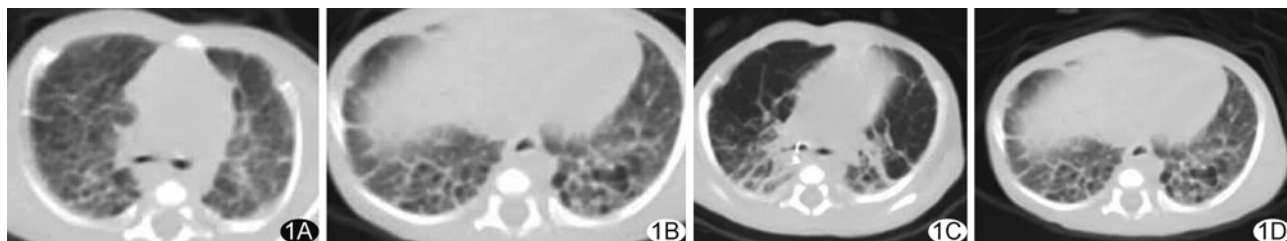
患儿,出生时胎龄 28⁺4 周,出生体质量 1280 g,重度 BPD A、B. 生后 45 天不同层面胸部 CT 图像示双肺充气欠均,广泛分布条索影,其内可见大小不一的囊泡影,胸膜下居多,部分呈蜂窝状改变; C、D. 生后 68 天不同层面胸部 CT 图像,双肺仍见较多条索影及囊泡影,部分呈网格状,双肺底见斑片状致密影
